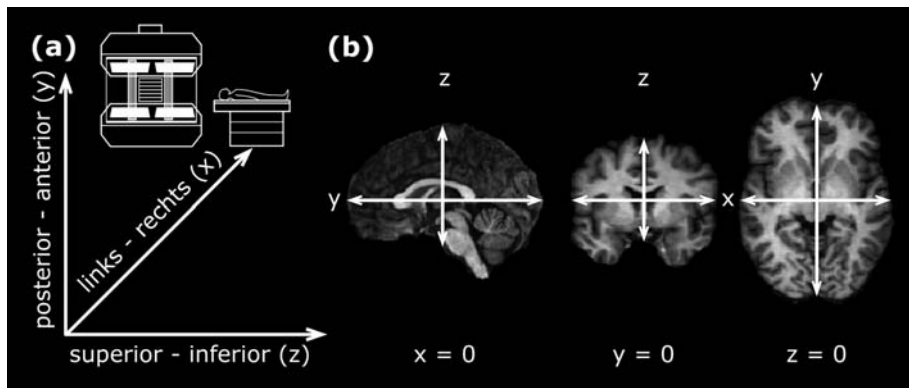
(a) Lage der dreidimensionalen Koordinatenachsen in der Liegeposition im MR-Tomographen und (b) deren Entsprechung bei zweidimensionaler Betrachtung des Gehirns in der sagitalen (links), koronaren (mittig) und axialen (rechts) Schnittebene. Die Schnittebenen in der jeweils dritten Dimension entsprechen dem Nullpunkt im stereotaktischen Raum nach Talairach und Tournoux (1988).
